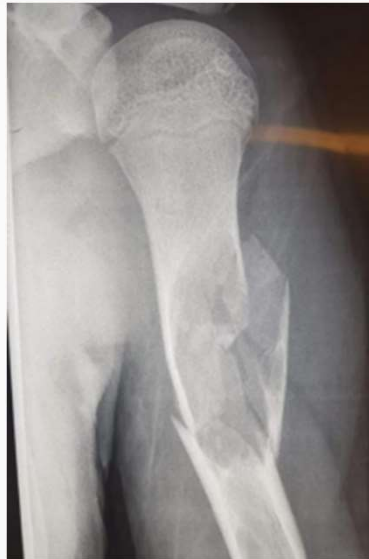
Radiografía preoperatoria- Defecto óseo por un quiste óseo aneurismático más fractura de diáfisis humeral
